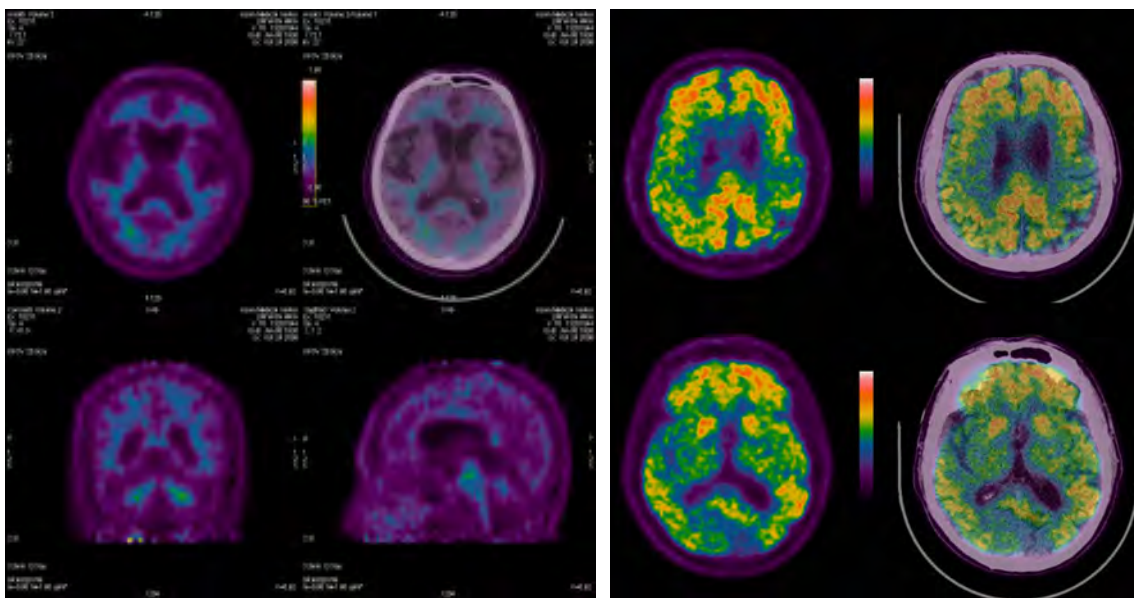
경도인지장애 환자의 amyloid PET (좌측 그림은 amyloid 음성, 우측 그림은 amyloid 양성)
